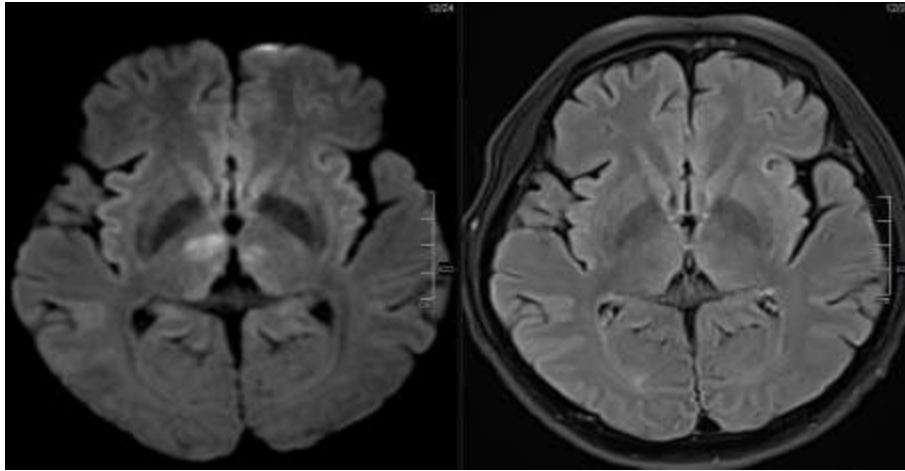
Hình ảnh tăng tín hiệu trên chuỗi xung DWI vùng đồi thị hai bên, cuống não
